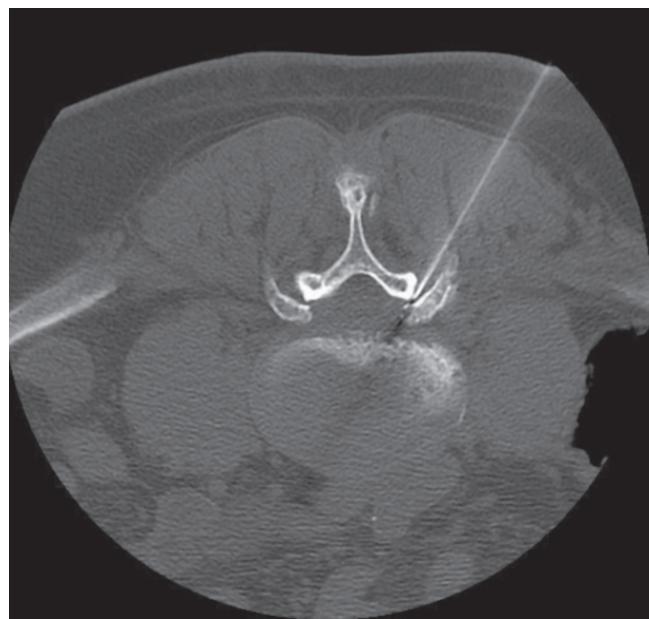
A. Bloqueo facetario guiado por TAC.
